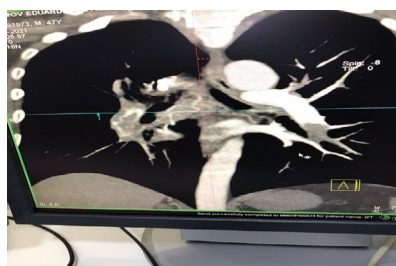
Мультidetекторной контрастной компьютерно-томографической ангиографии (МДКТА) грудной клетки
